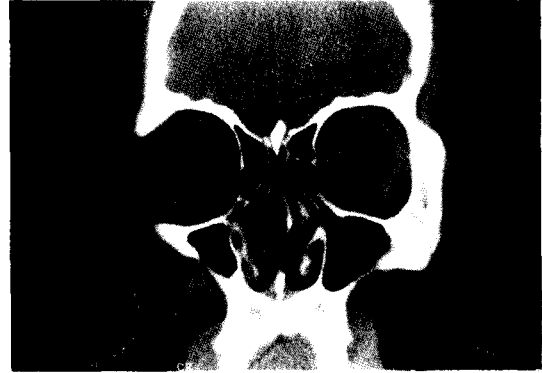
Coronal view of contrast-enhanced PNS CT scan shows a mass of homogenous soft tissue density which is in contact with anterior nasal septum, inferior and middle turbinates without evidence of bony erosion or destruction.
